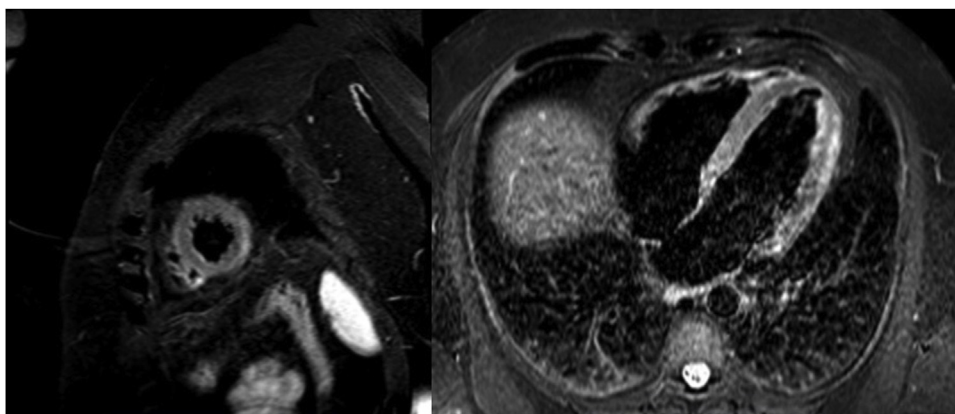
Resonancia magnética con realce tardío en la región lateral mediobasal y edema en las secuencias potenciadas en T2-STIR.
